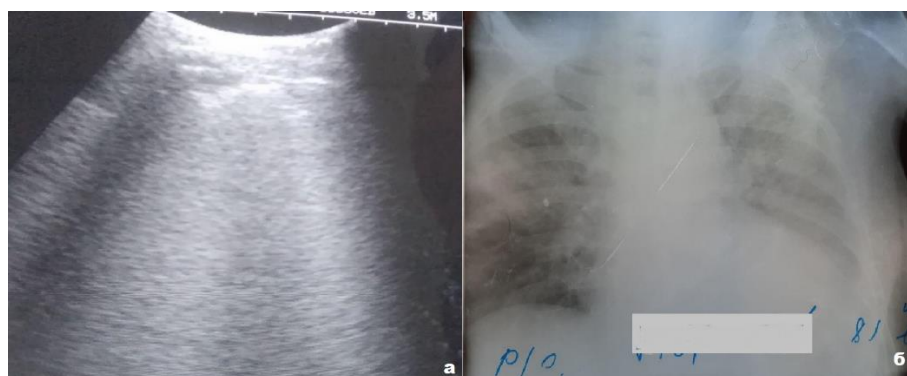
Ультразвуковое изображение легких, а - утолщение плевральной линии, наличие вертикальных сливных В-линий по всем полям, наличие субплевральных консолидаций; б - Рентгенограмма органов грудной клетки, прямая проекция, двусторонняя полисегментарная пневмония, консолидация; Пациент, 81 года, с крайне тяжелым течением COVID-19.
